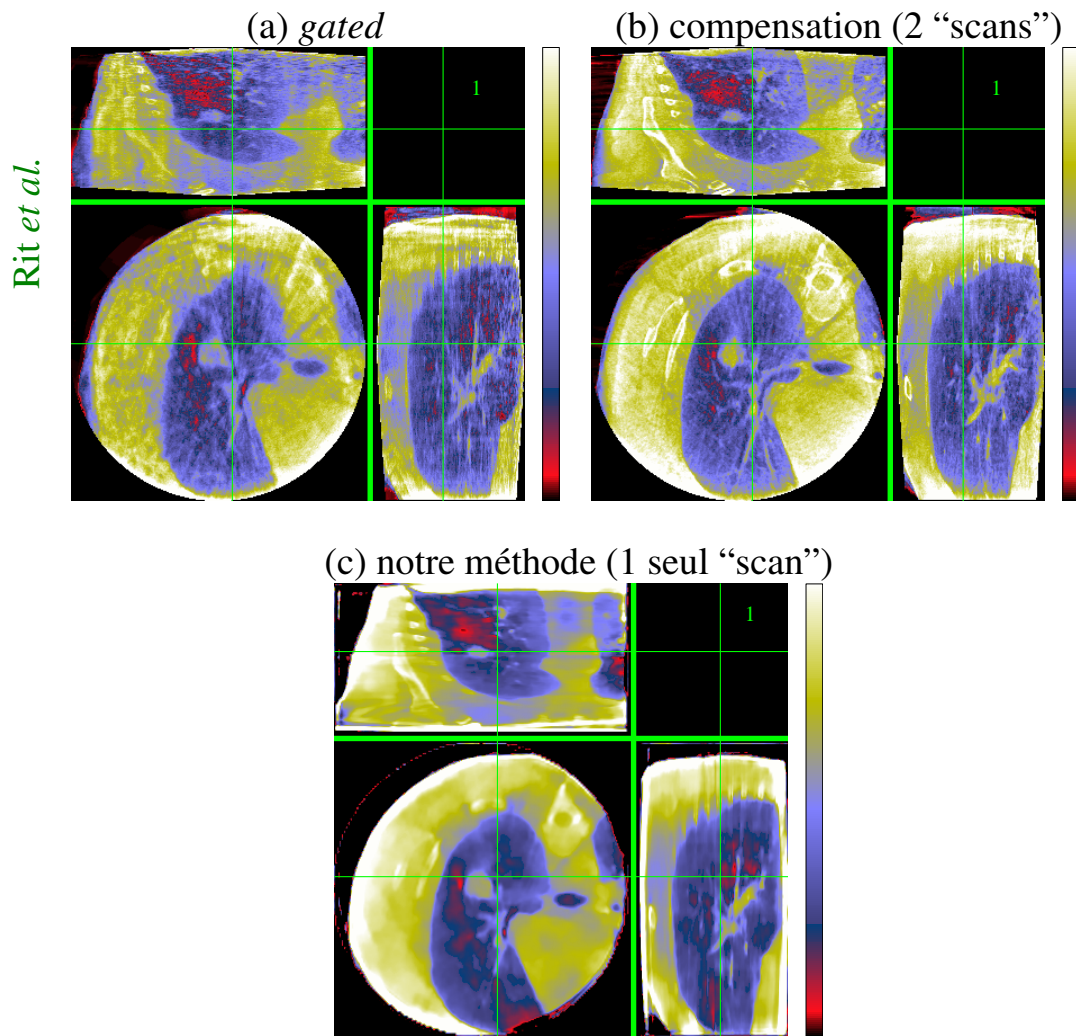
Coupes axiales d’une tranche temporelle de trois reconstructions dynamiques réalisées à partir des données d’un thorax de patient, acquises au Centre Léon Bérard, à Lyon, sur un scanner *Elekta Synergy cone-beam CT*. Ces données ont été utilisées dans l’article de Rit *et al.* de 2009 [3]. Les conditions d’acquisition sont les mêmes que pour la figure 1, avec une période du cycle respiratoire d’environ 2,4 secondes. Les reconstructions (a) et (b) sont tirées de cet article. Elles correspondent respectivement à une reconstruction type *gated* (a), et une reconstruction par compensation de mouvement (b), de dimensions spatiales $262 \times 261 \times 132$ (voxel $0,98 \times 0,98 \times 2\text{mm}^3$). La reconstruction (c), de dimensions spatiales $275 \times 200 \times 135$ (voxel $2 \times 2 \times 2\text{mm}^3$) et 13 tranches temporelles, a été réalisée avec notre méthode 4-D régularisée spatio-temporellement.
